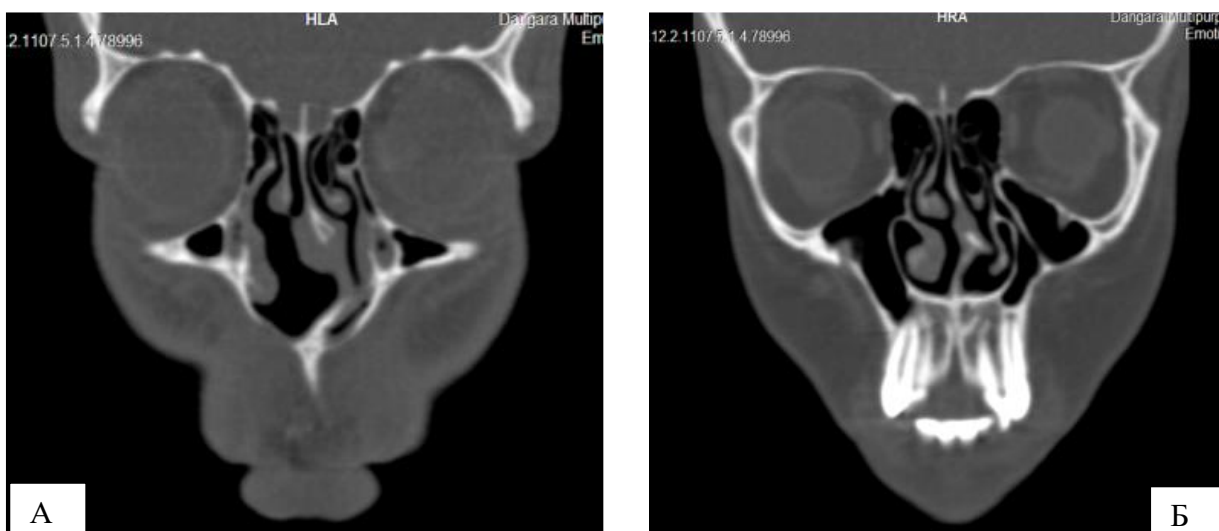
КТ снимок 2. Срез фронтальный: С-образное смещение ПН влево (а); S-образное смещение ПН (б)
